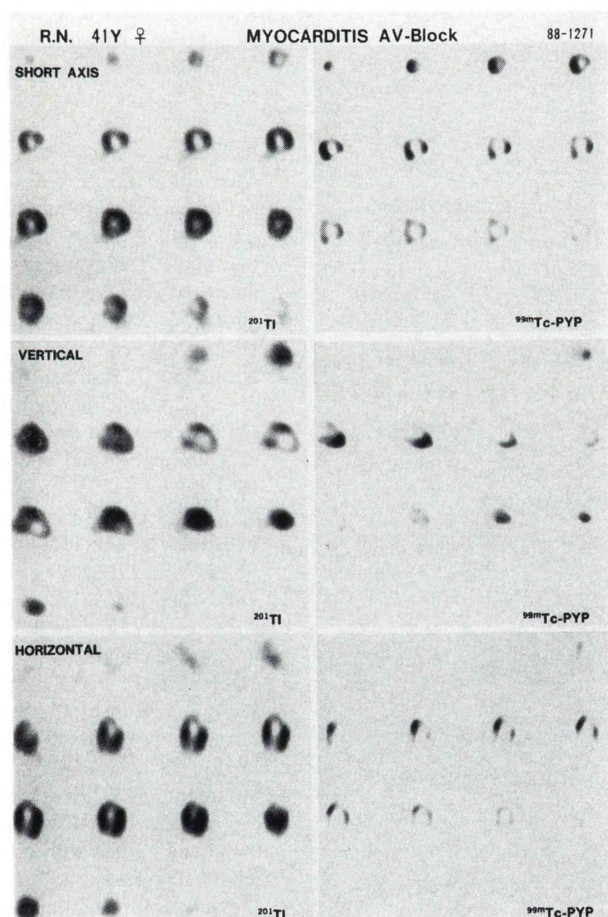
$[^{201}\text{Tl}]\text{Cl}$, $[^{99m}\text{Tc}]\text{PYP}$ dual isotope SPECT showed Tl hypoperfusion in the apical segment and diffuse PYP uptake.
